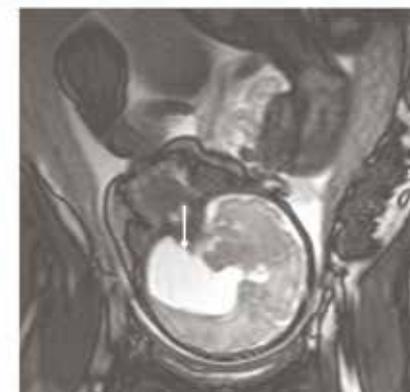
МРТ малого таза при беременности в корональной проекции, T2 ВИ
